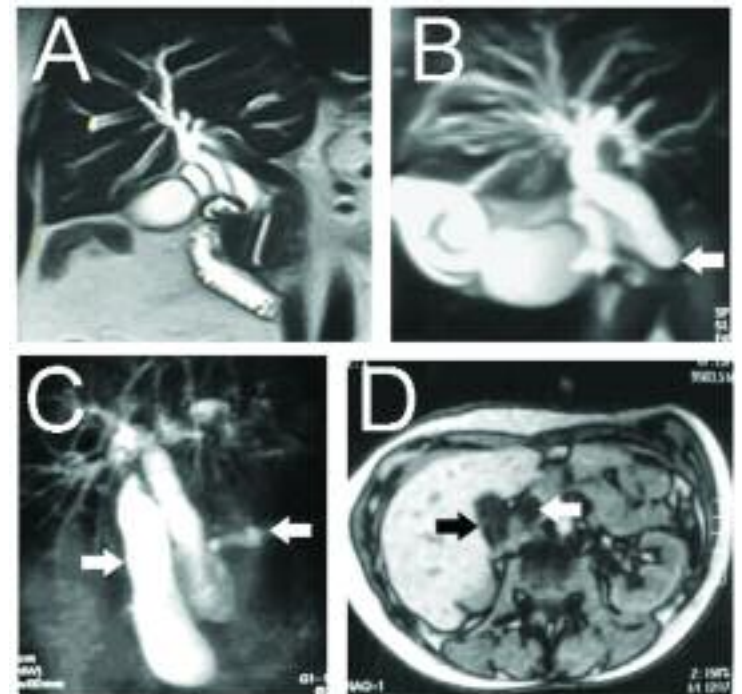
Colangiografía magnética nuclear (CPRMN): a y b. Se observa una estenosis en la vía biliar distal que demuestra el nivel de obstrucción (flecha). c. Se observa dilatación de todo el árbol biliar y del conducto de Wirsung (flecha) por una estenosis a nivel del canal común. d. Los cortes axiales tienen una definición y sensibilidad similar a la TC. Aquí se observa la dilatación de la vía biliar intrapancreática (flecha blanca) y suprapancreática (flecha vacía).
